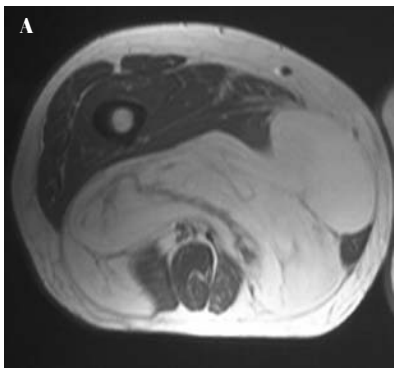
(A) Masa de partes blandas en la cara medial del muslo de una paciente de 68 años que por RM es compatible con lipoma. (B) Resección de la masa mediante biopsia excisional. Si fuese un tumor maligno, el margen sería inadecuado, pero la anatomía patológica confirmó el diagnóstico de presunción de la RM: lipoma.
